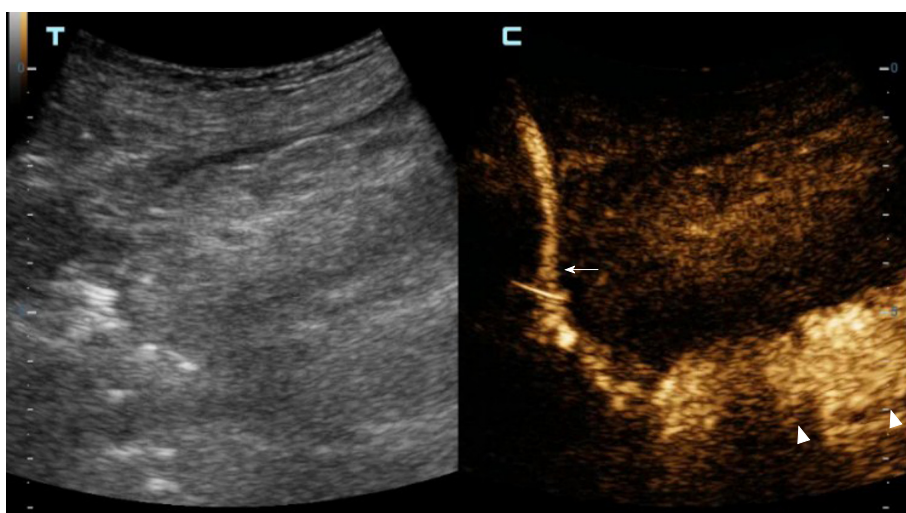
超声造影显示引流管(白色箭头)及肠管(白色三角形箭头).
